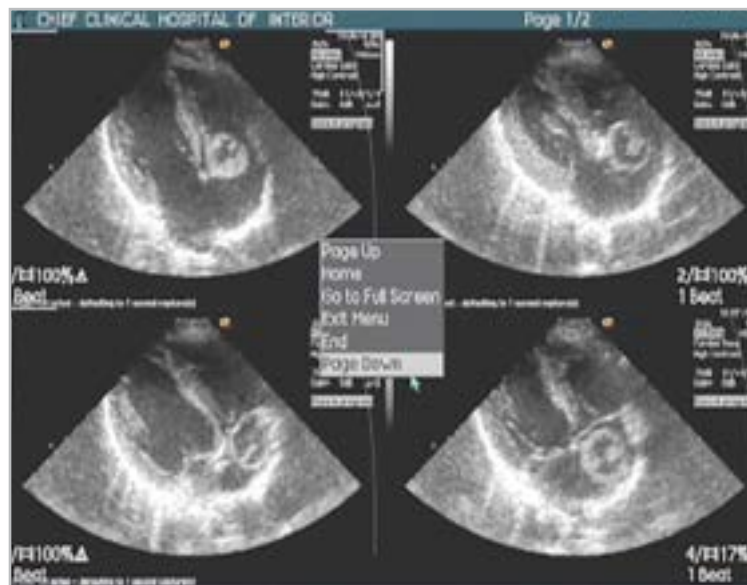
Эхокардиограмма. Апикальный доступ, 4 камерная проекция. Свободно флотирующая киста правого предсердия с периодической обструкцией правого атриовентрикулярного отверстия
